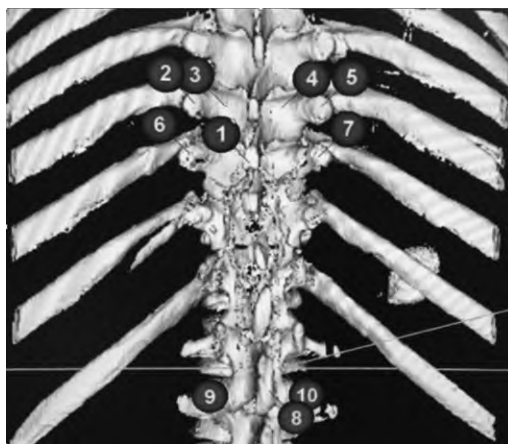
3D-модель грудного отдела позвоночника на основе компьютерной томографии с установленными дополнительными точками
